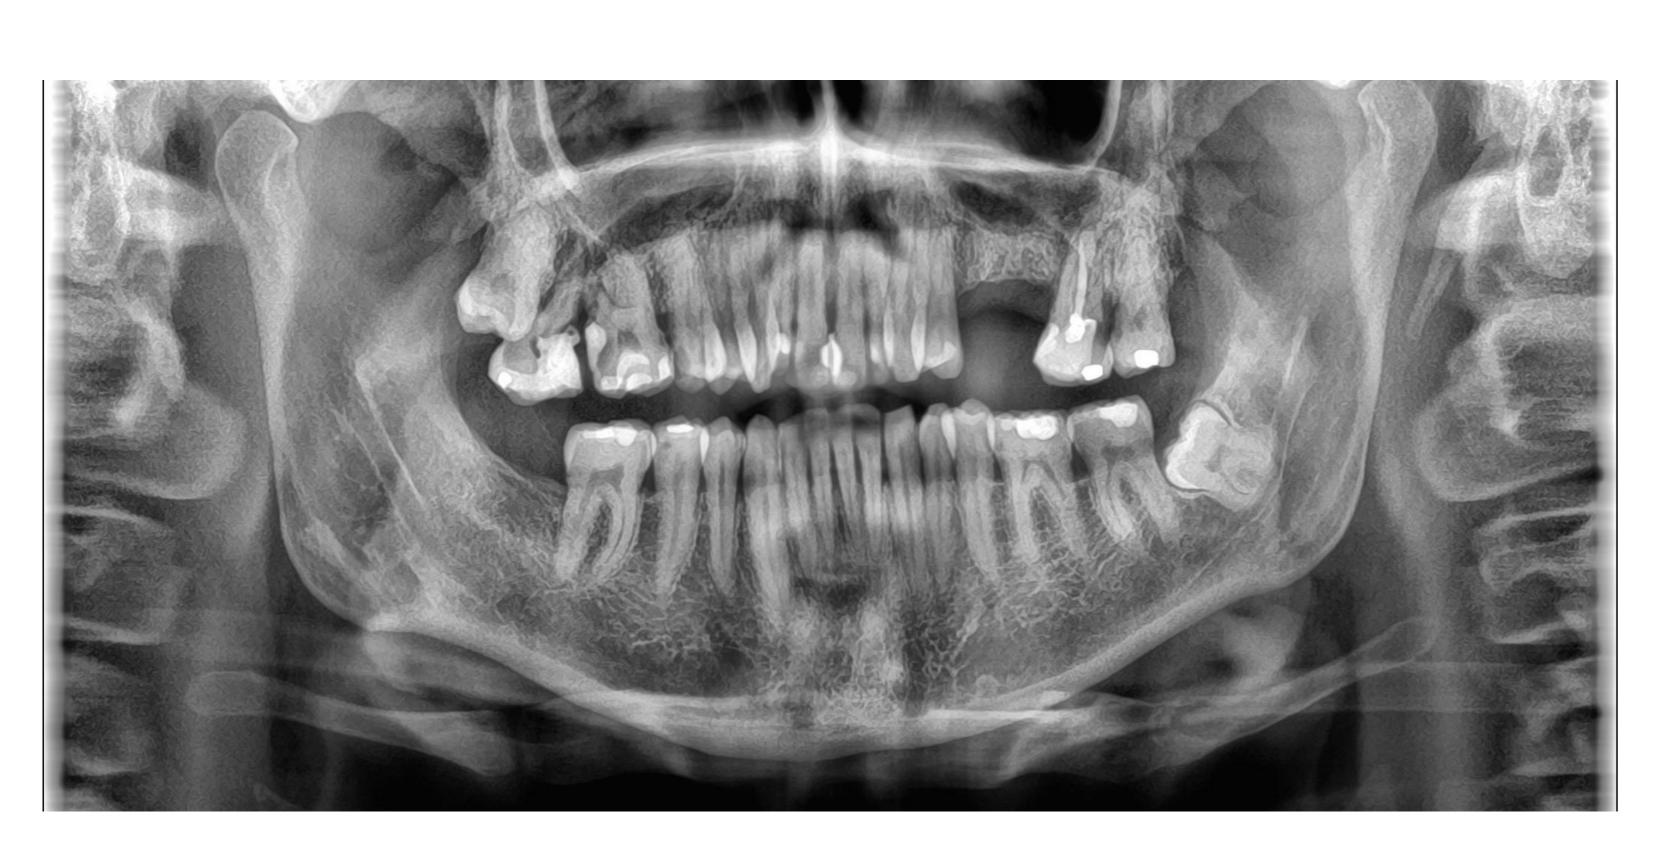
Ortopantomografía
